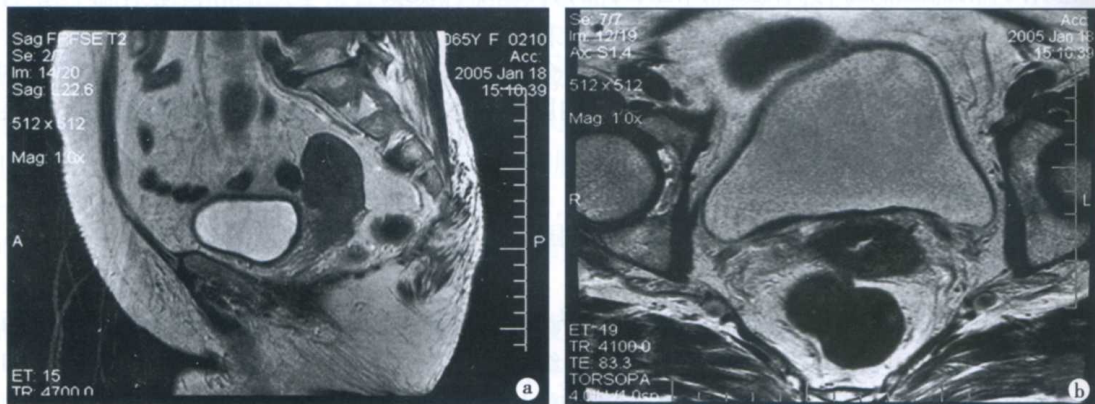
子宫颈癌 II 期 MRI 表现
